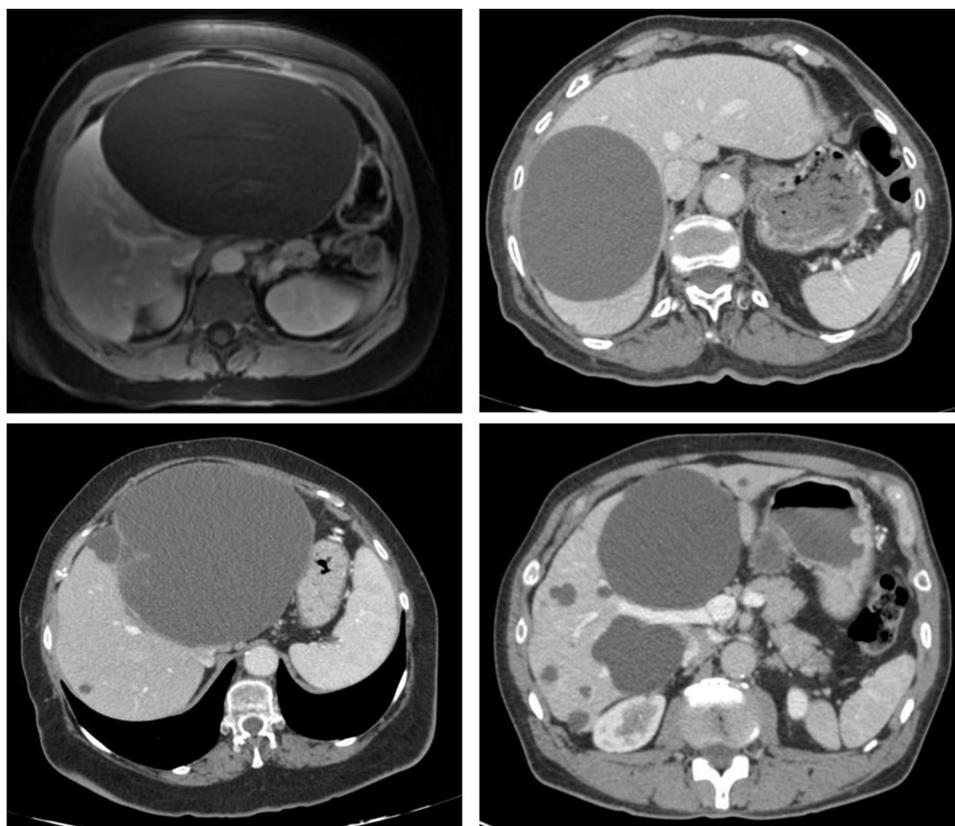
Caso 1. RM abdominal: quiste hepático de 20 cm en segmento VI. No presenta realce de pared tras la administración de contraste (arriba izquierda). Caso 2. TAC abdominal: quiste de 14 cm entre segmentos VII y VIII (arriba derecha). Caso 3. TAC abdominal: quiste de 18 cm. En la porción superior contiene tabicaciones que hacen sospechar un posible quiste hidatídico (abajo izquierda). Caso 4. TAC abdominal: multiquistosis hepática. El mayor presenta un diámetro de 12 cm (abajo derecha).
